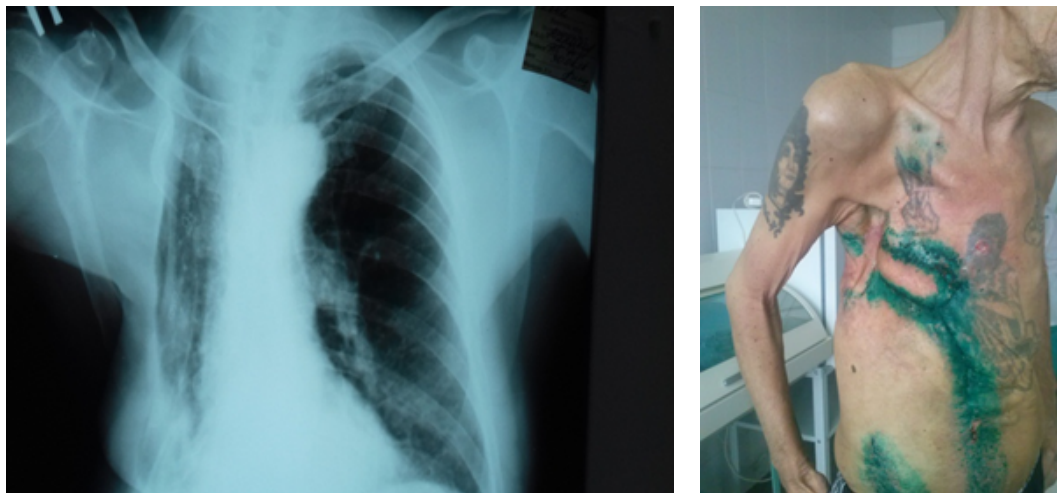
Пациент перед выпиской (внешний вид и обзорная рентгенограмма органов грудной клетки)
